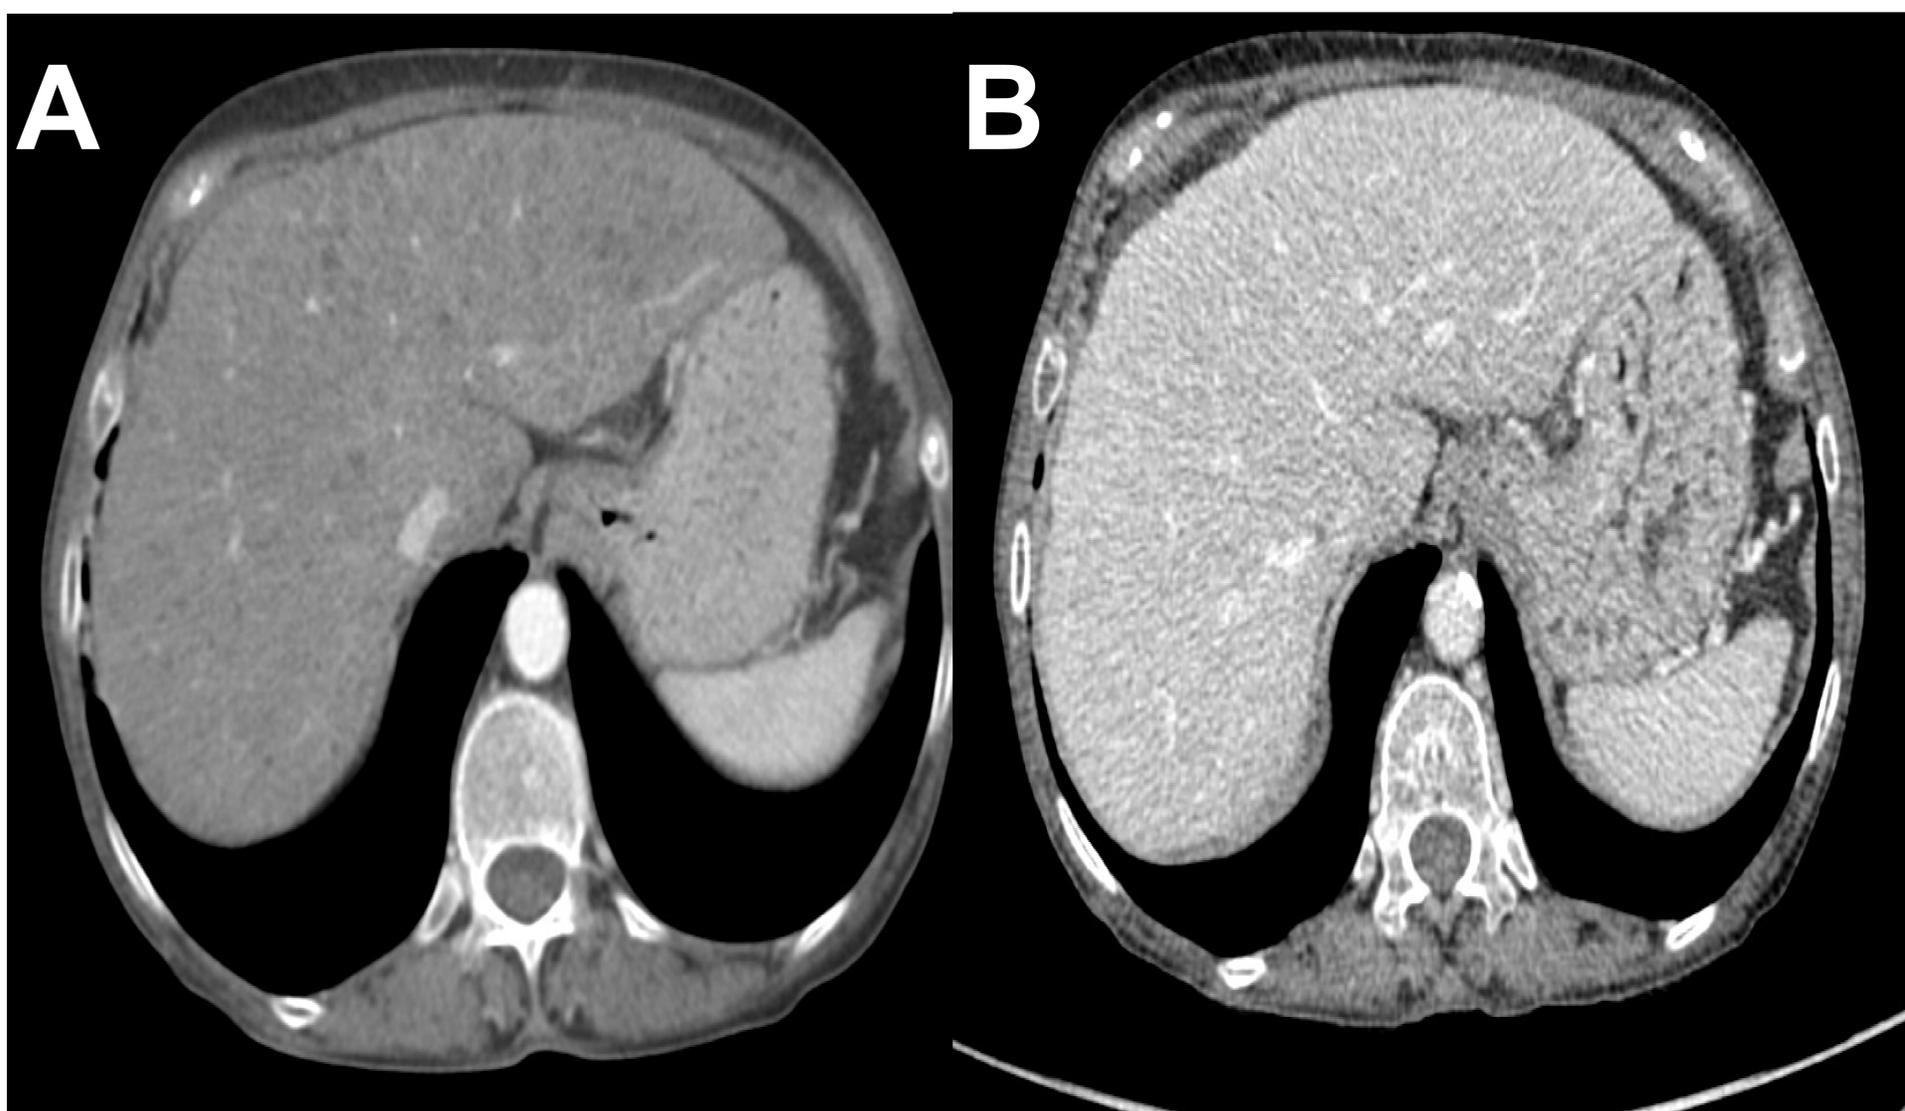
Tuberculosis hepática. (A) Corte axial de TC con contraste en el que se observan numerosos focos hipodensos en el hígado de pequeño tamaño. (B) Corte axial de TC con contraste del mismo paciente después del tratamiento que muestra la resolución de las lesiones hepáticas.
